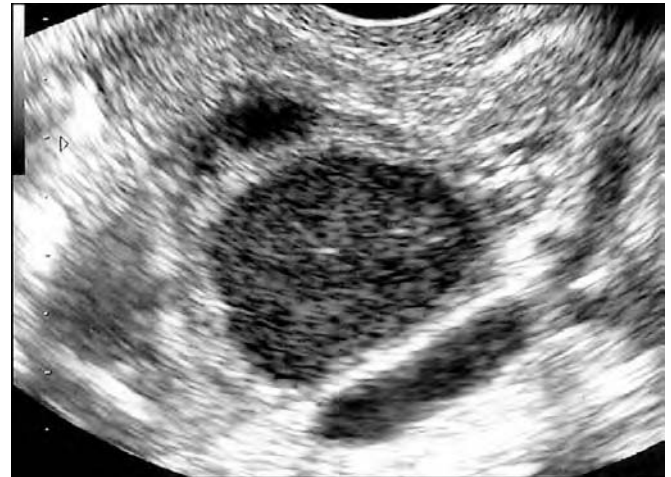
La imagen clásica de endometrioma ovárico como se ha visto por ecografía transvaginal, donde el tejido ovárico sano se puede observar junto al del quiste de endometriosis.
